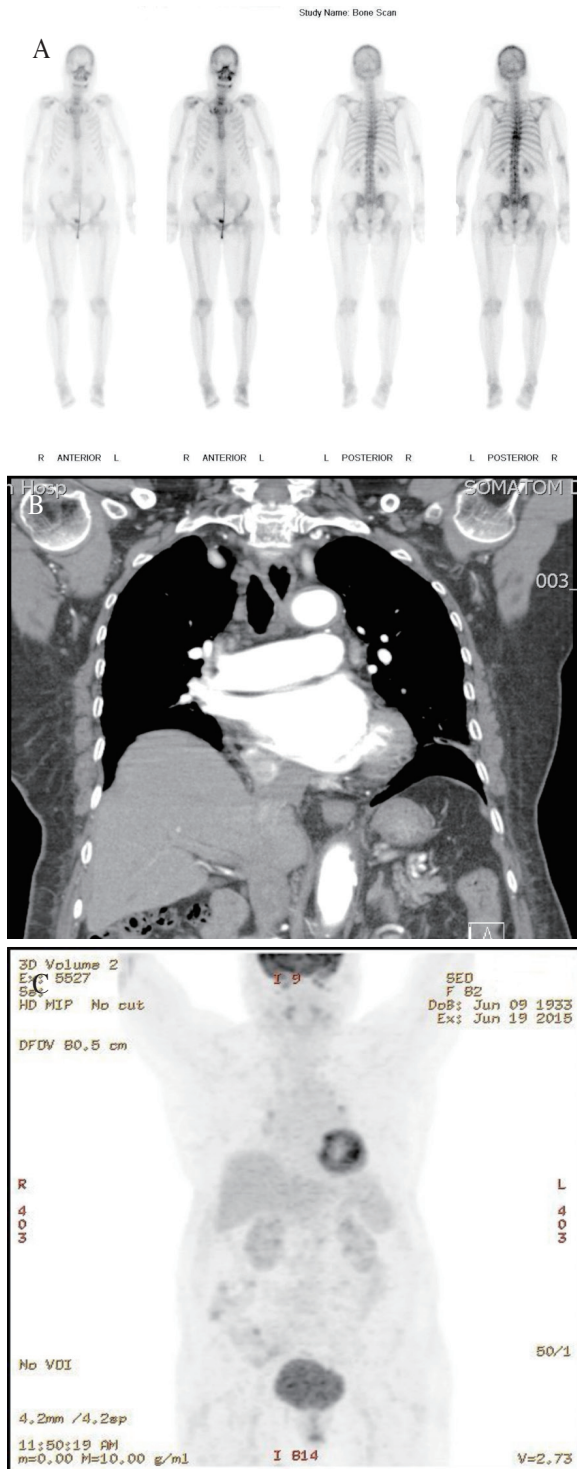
(A) Whole body bone scan shows no bone metastasis in all of the body. (B) Chest CT shows no abnormal attenuation in both lungs. (C) Positron emission tomography-computed tomography shows no significant hypermetabolic lesion in whole body.
